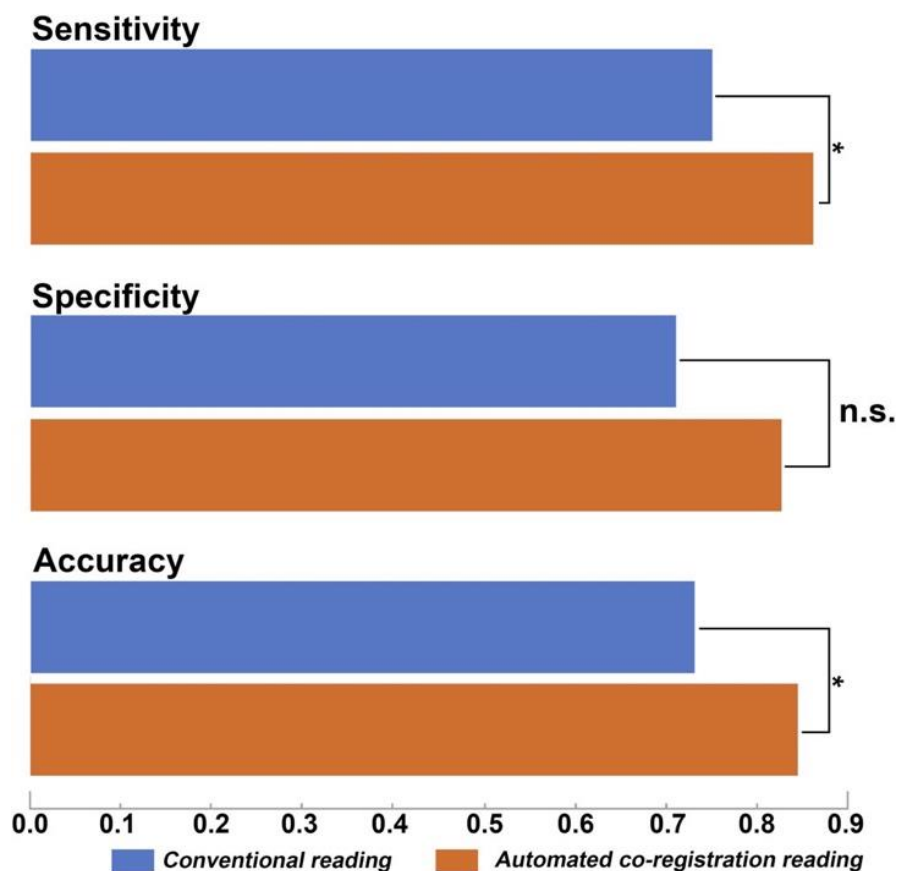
Darstellung der Gesamtsensitivität, Spezifität und diagnostische Genauigkeit für die Progression der FLAIR-Hyperintensität, die von den drei Bewertern bei der Beurteilung des supratentoriellen Astrozytoms erreicht wurde. Die Gesamtsensitivität, Spezifität und diagnostische Genauigkeit waren bei der AC (orangefarbene Balken) deutlich höher als beim CVR (blaue Balken). Die Sternchen zeigen die statistische Signifikanz an. Bildquelle: Lennartz, Nobis et al.: MRI Follow-up of Astrozytoma.⁸⁶
